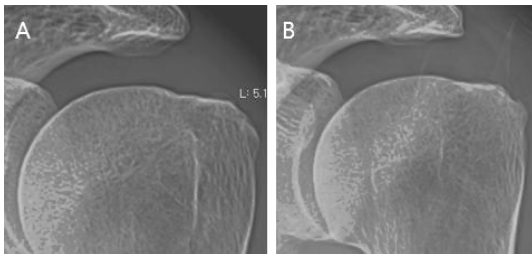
Lt. shoulder X-ray AP view of case 3
